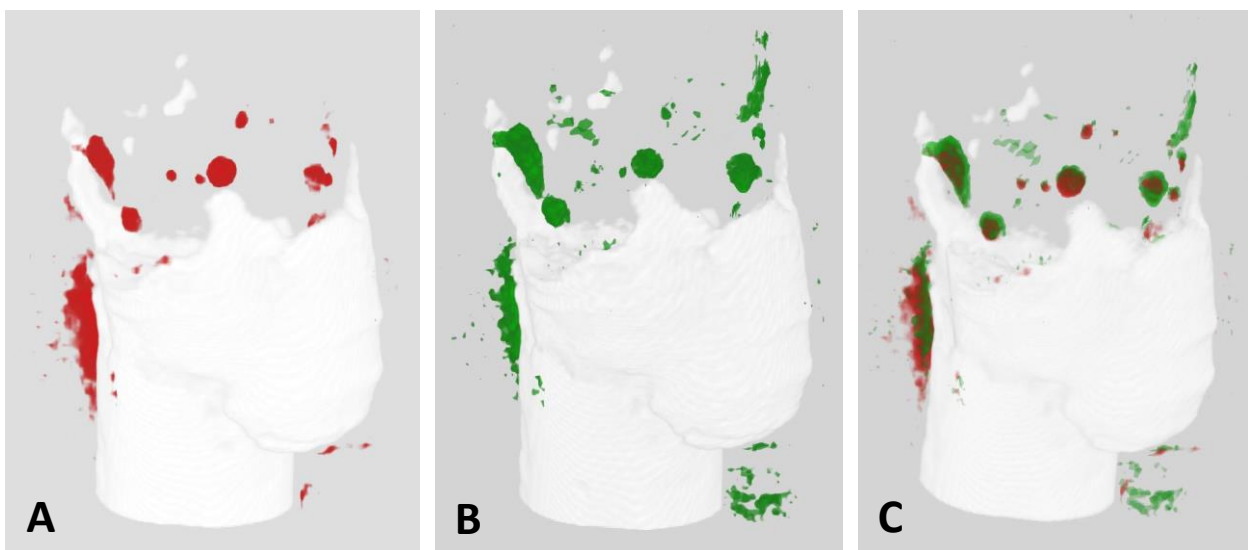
^{eD}: Alignment-Prozess der μ CT-Bilder anhand einer Probe
